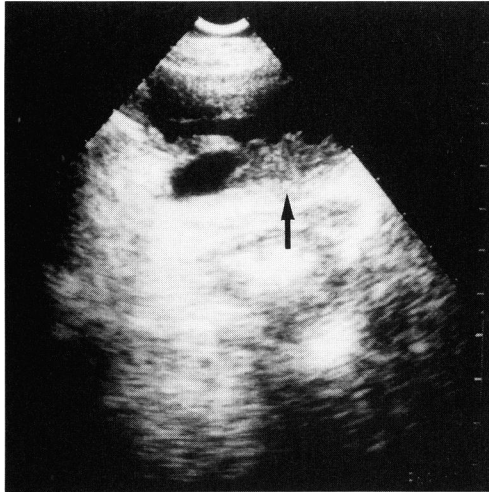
Transabdominal ultrasonography revealed a broad-based tumor on the posterior wall of the bladder (arrow).
